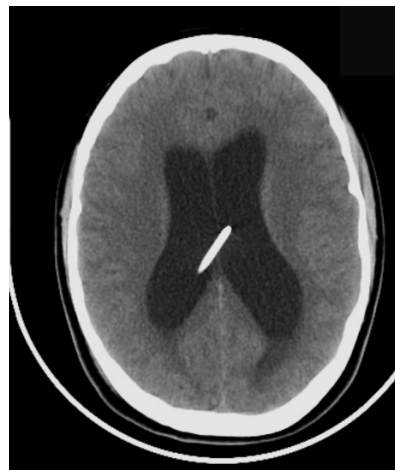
Наблюдение № 1. СКТ головного мозга до и после второй операции (через 1 месяц)
